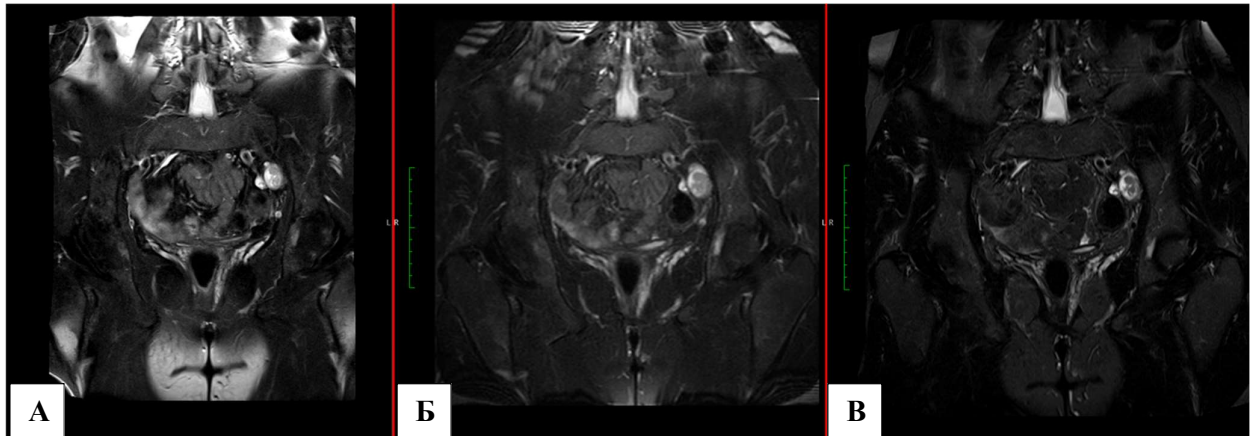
МР-томограммы в корональной плоскости. Сравнение режимов подавления сигнала от жировой ткани А) T2 FS Б) T2 DIXON В) T2 STIR. При сравнении различных режимов гомогенное подавление сигнала от жировой ткани демонстрируют T2 DIXON и T2 STIR томограммы.
